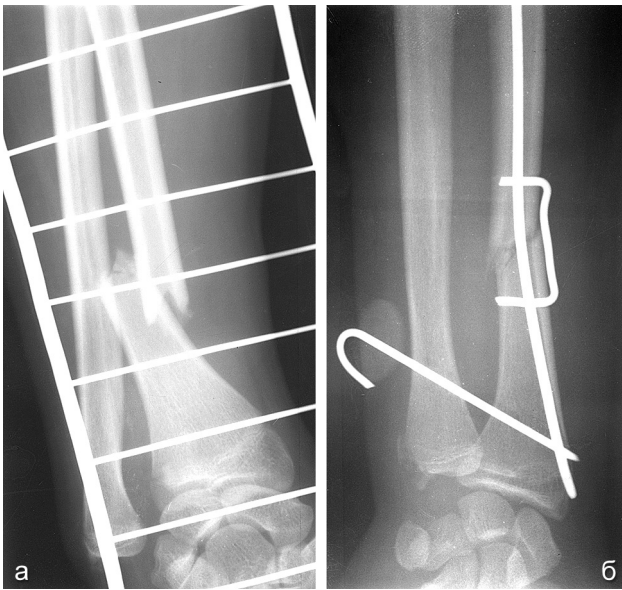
Рентгенограммы предплечья пациентки Д., 22 года, с переломом лучевой кости, вывихом локтевой кости (переломо-вывих Галеаши): а – до лечения; б – через 4 недели после комбинированного остеосинтеза с диафиксацией дистального сегмента обеих костей предплечья
